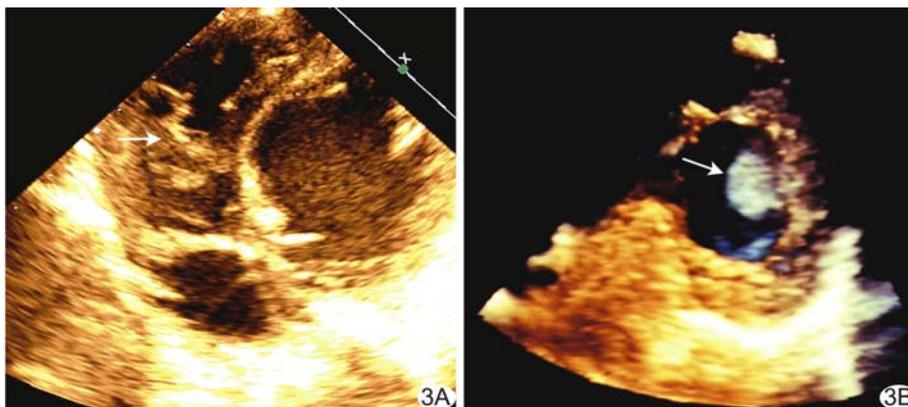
患儿男, 6 个月, 双心室 NVM A. 二维超声伪彩心动图四腔心切面可见右心室多发肌小梁(箭); B. 三维超声可见左心室附壁血栓(箭)
